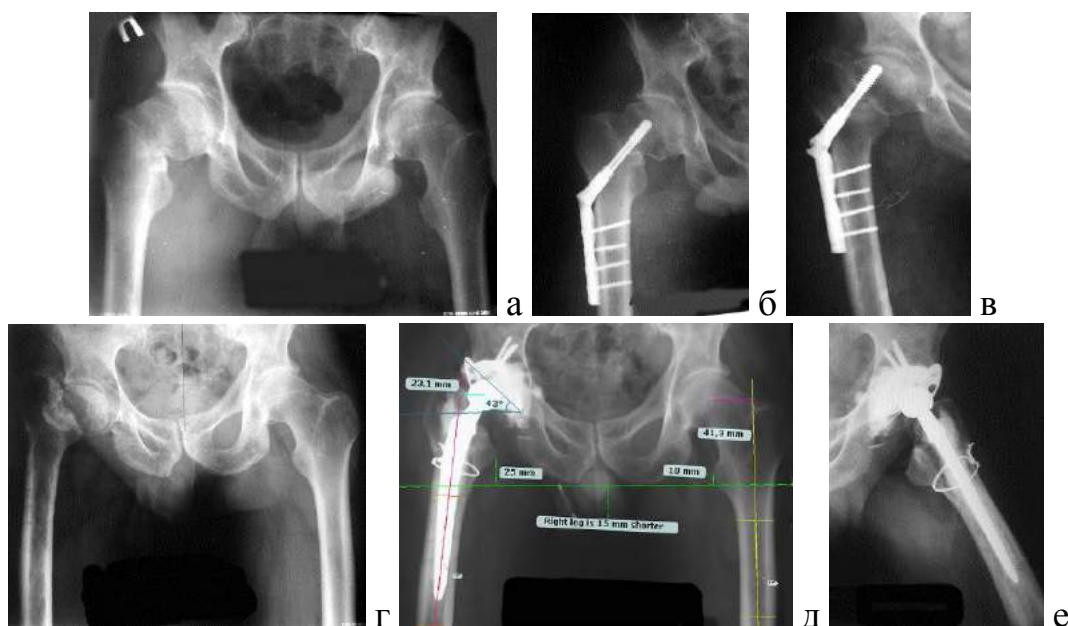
♂, 49 лет. Лучевой мониторинг: а - исходная рентгенограмма; б - после остеосинтеза DHS; в - через 6 месяцев после остеосинтеза DHS; г - после удаления металлоконструкции; д,е – через 3 года после артропластики правого ТБС
